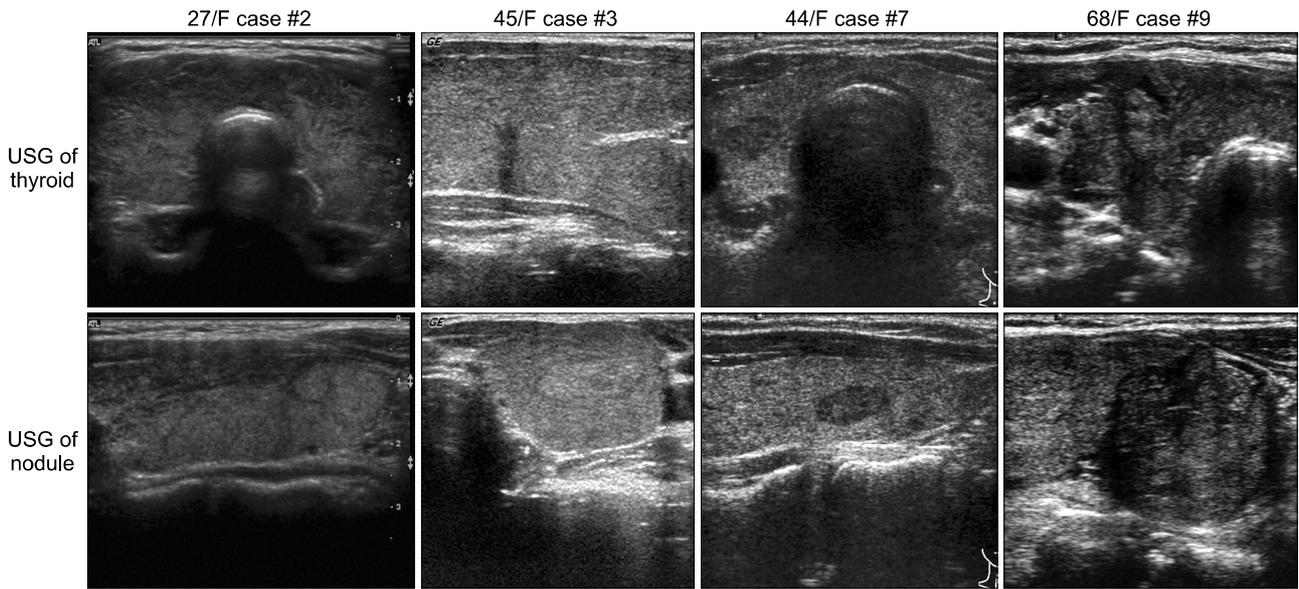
Ultrasonographic images of thyroid parenchyma and thyroid nodules of 4 representative patients.
